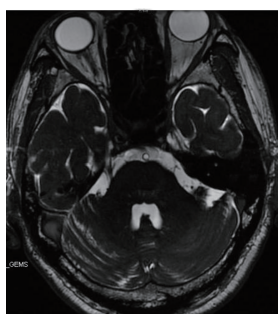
MRI示右侧三叉神经边缘见一小血管(小脑上后动脉)与之关系密切,可疑压迫
